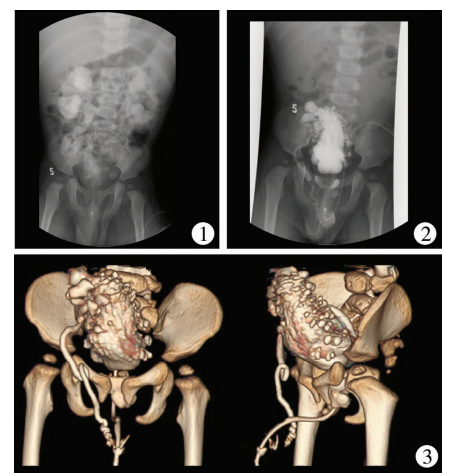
静脉尿路造影 图 2 逆行尿路造影 图 3 CT 三维重建
